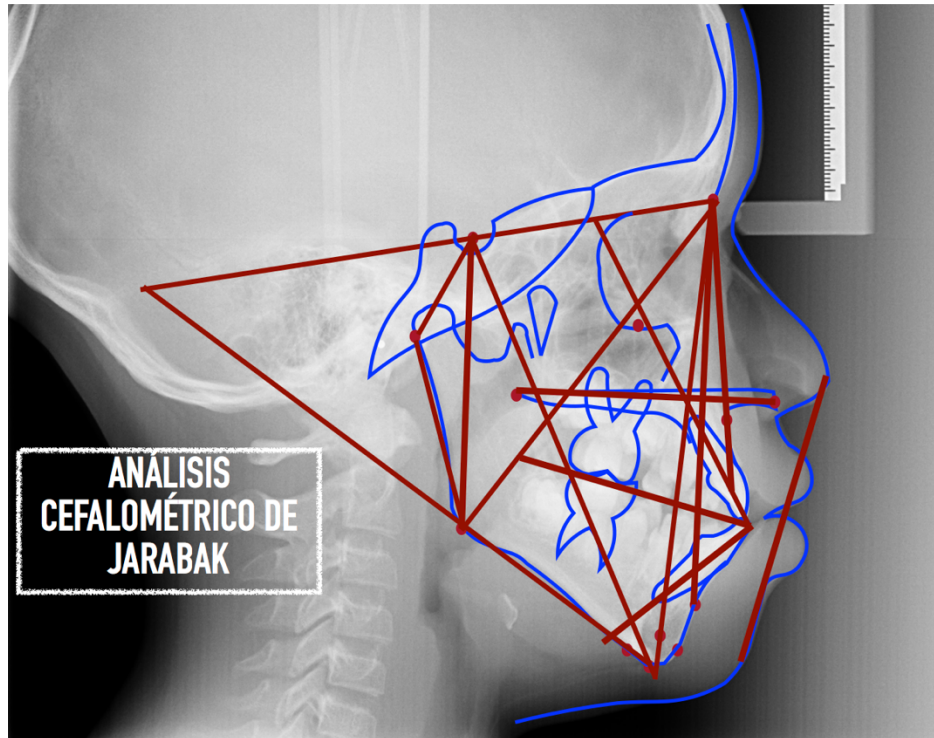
Radiografía lateral inicial, con trazado de Jarabak del 14-04-2015
